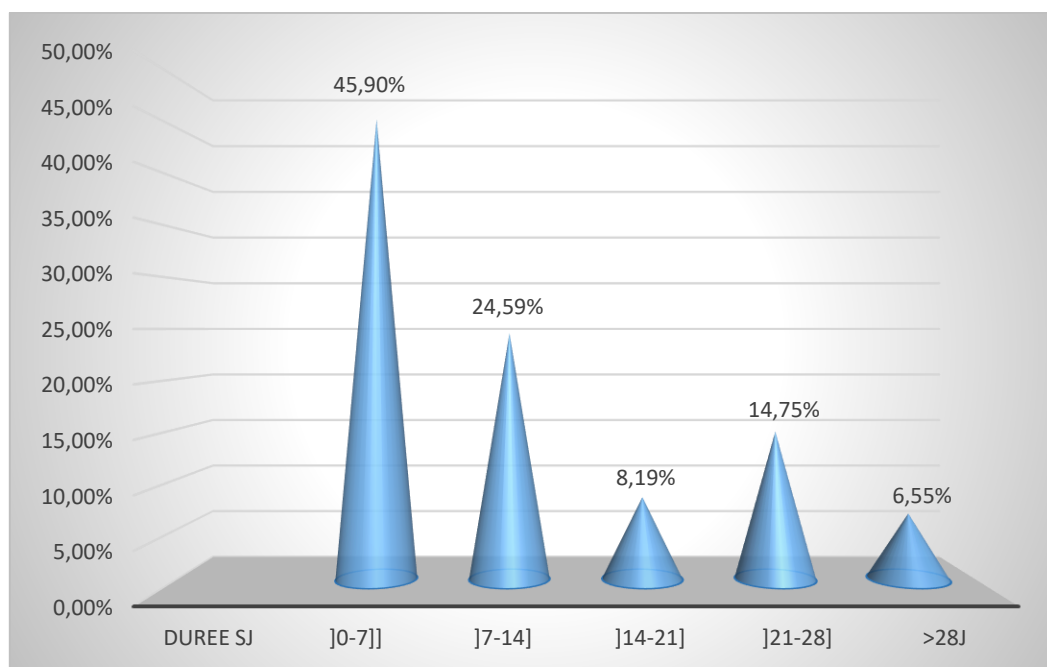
Répartition selon la durée de séjour des patients monitorés par échocardiographie.
